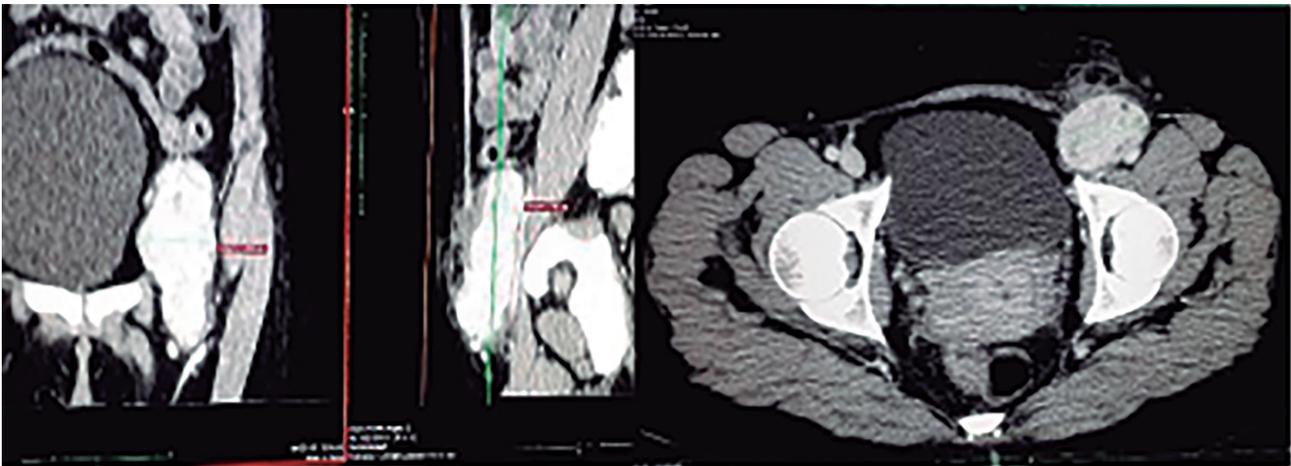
Cortes TAC de abdomen en los que se evidencia gran masa hipervascularizada inguinal que compromete planos profundos.
